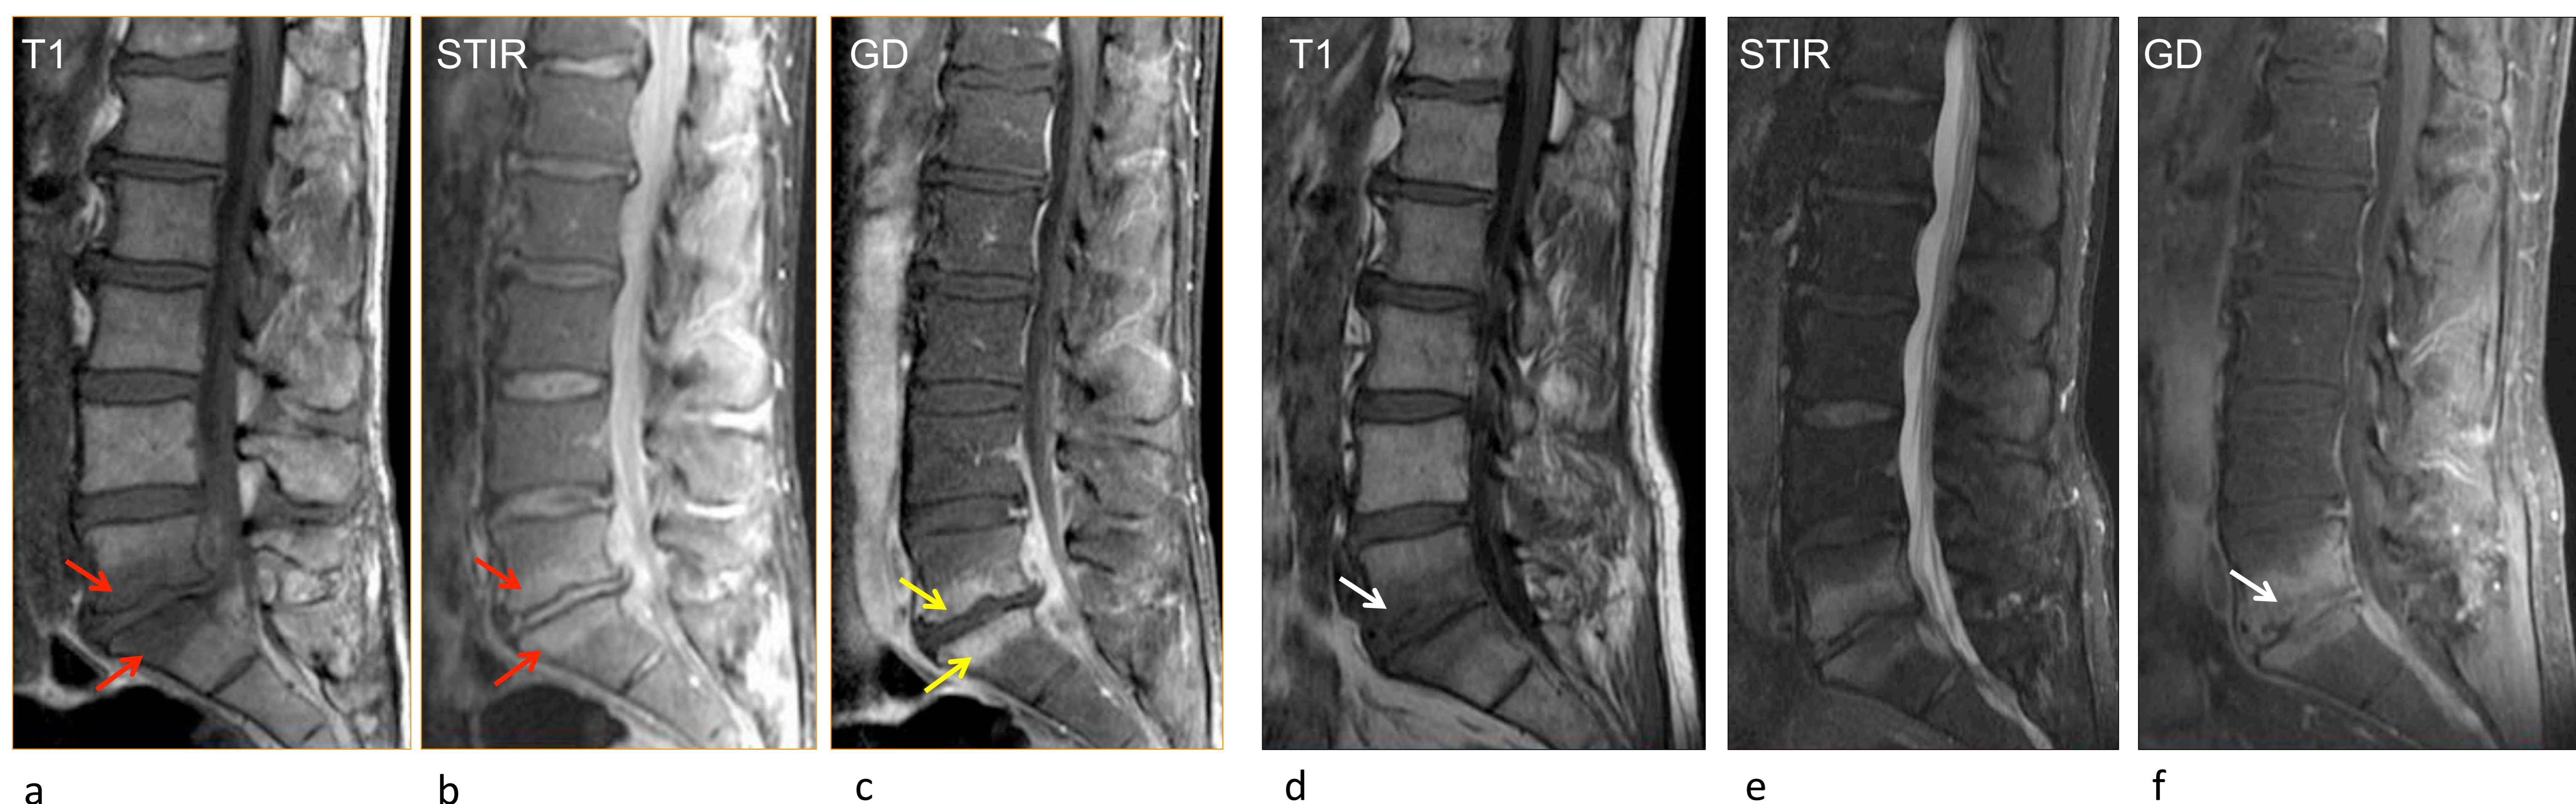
Signos precoces de infección vertebral por *S. Agalactiae*. En la RM inicial (imágenes a-c) es evidente el edema epifisario en L5 y S1 (flechas rojas) con plataformas epifisarias íntegras y captación de Gd de la médula ósea subcondral (flechas amarillas). En la RM de control realizada a los 2 meses (imágenes d-f) ya se ha producido un borramiento epifisario especialmente del platillo inferior de L5 (flecha blanca), más evidente en secuencia T1 y con administración de Gd. La reacción inflamatoria, con edema y realce de Gd es más extensa que en la RM inicial.
